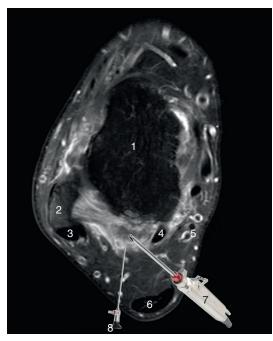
Coupes IRM horizontale illustrant les rapports et le positionnement instrumental lors d'une endoscopie postérieure de cheville.
